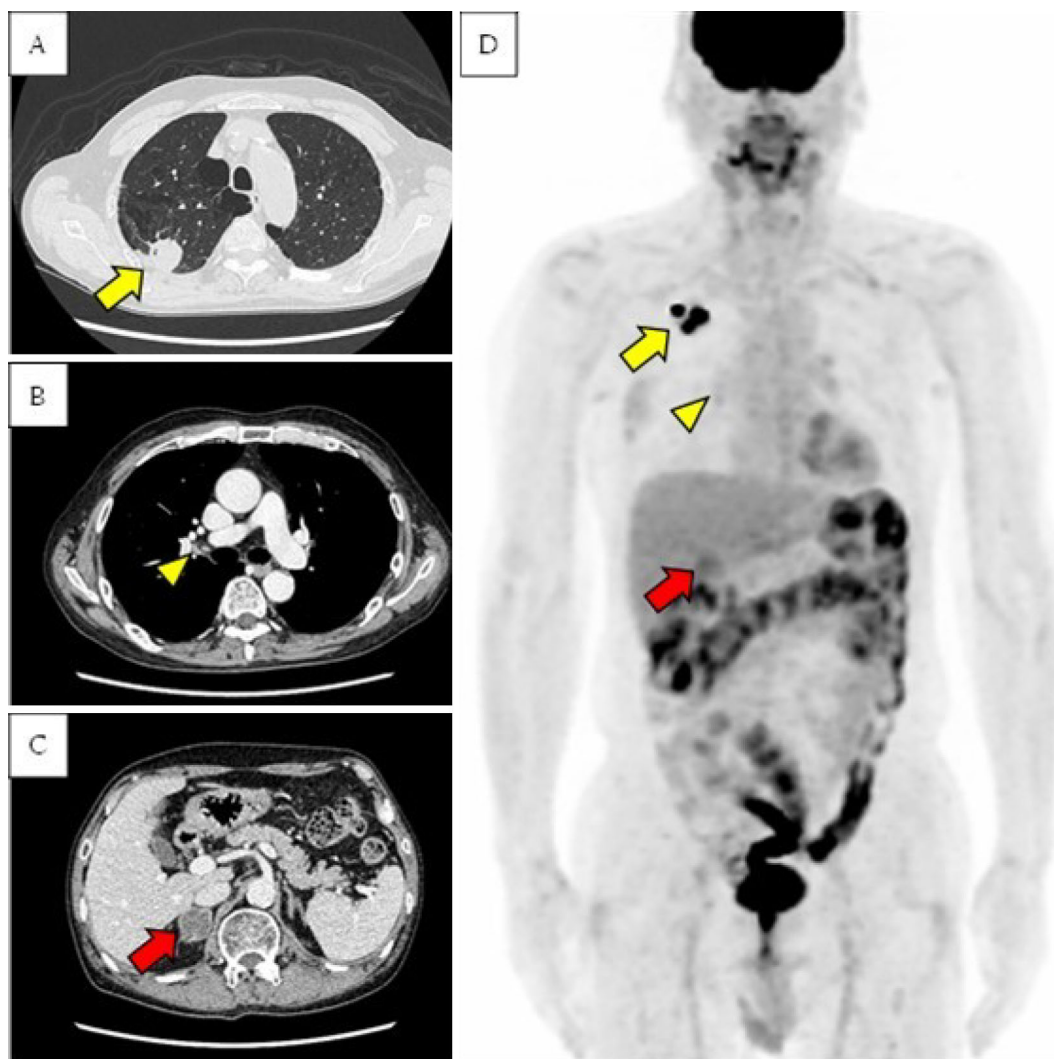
Computed tomography images after three courses of chemoimmunotherapy of A) a primary tumor in the right upper lobe (yellow arrow), B) a metastatic lymph node in the right hilum (yellow arrowhead), and C) a metastatic adrenal tumor (red arrow). D) A positron emission tomography image after three courses of chemoimmunotherapy demonstrates a persistent high FDG uptake in the primary tumor (yellow arrow) and a reduced uptake in the metastatic right hilar lymph node (yellow arrowhead) and the metastatic adrenal tumor (red arrow).
